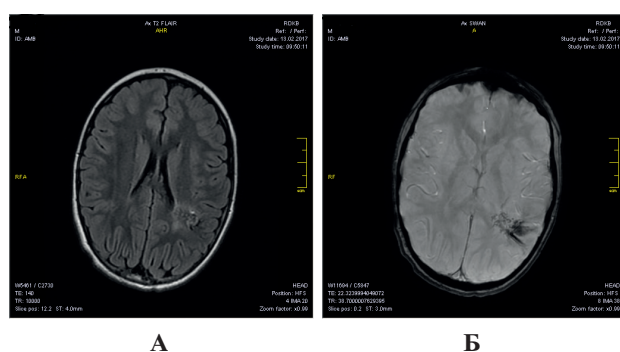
(А, Б). Пациент К, 10 лет. МРТ 3 Тл, аксиальная проекция, ИП FLAIR (А), ИП SWAN (Б). Типичный DVA синдром в теменной области слева. Симптом «соль с перцем» на FLAIR-изображениях; снижение/потеря сигнала на SWAN (собственное исследование).
